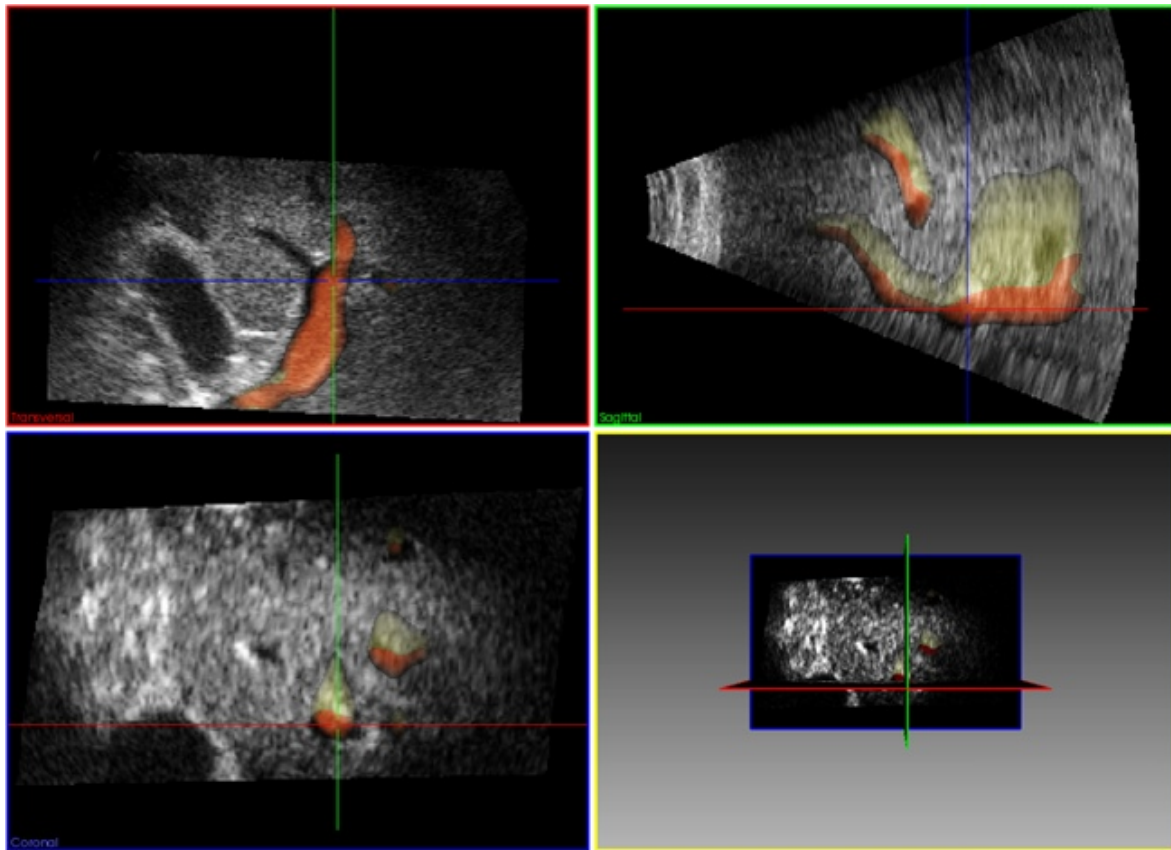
Verwischte Gefäßstrukturen (gelb) in der Power-Doppler-Darstellung vor der Korrektur und die dazugehörigen Gefäße (rot) über den B-Mode-Bilddaten.
